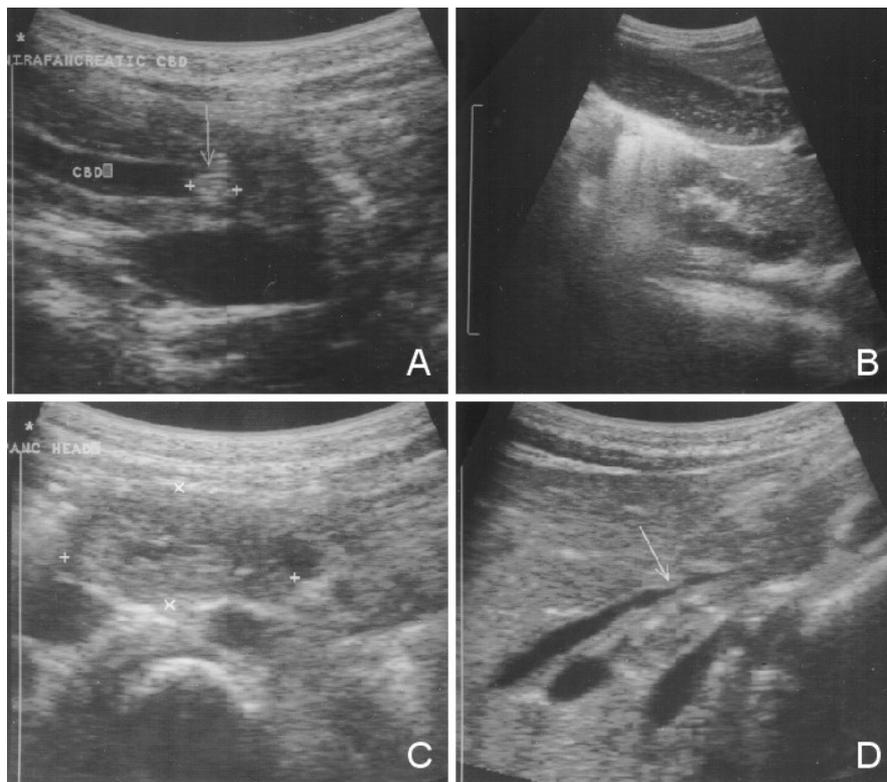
Abdominal ultrasonography shows 5 mm sized echogenic nodule (arrow) in the distal portion of dilated common bile duct (A), sludges in gallbladder (B), and subtle decreased echogeneity of pancreas head with slightly prominent size (C). Follow-up ultrasonography after endoscopic papillary sphincterotomy shows disappearance of the echogenic nodule with decreased diameter of common bile duct (D).
